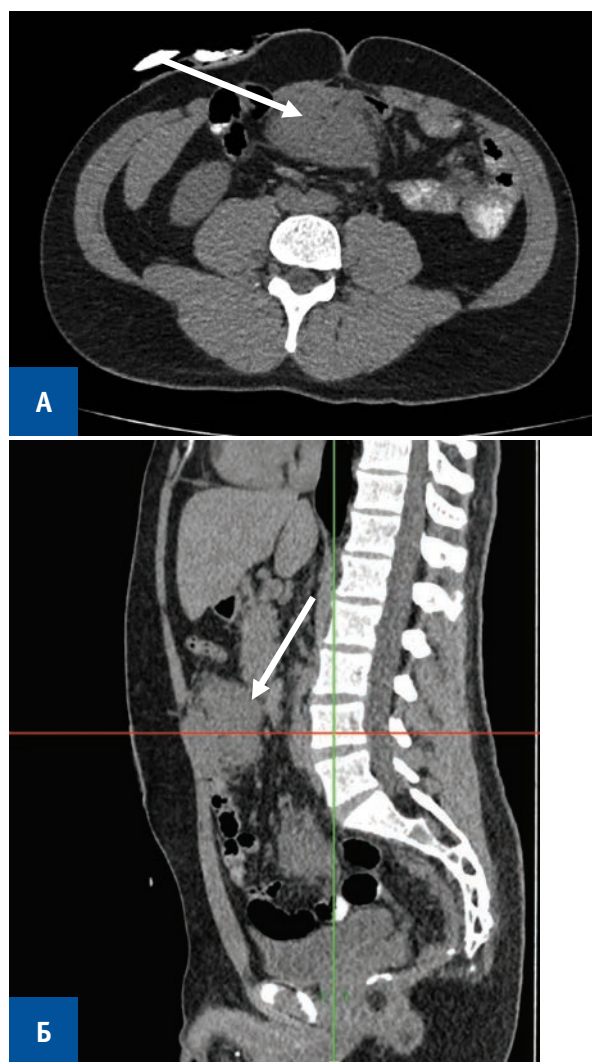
Компьютерная томограмма пациента В., 31 г. через 12 месяцев после выполнения колпроктэктомии по поводу АПС, стрелками указана выявленная десмоидная опухоль брыжейки тонкой кишки (А — аксиальная проекция, Б — сагиттальная проекция)
